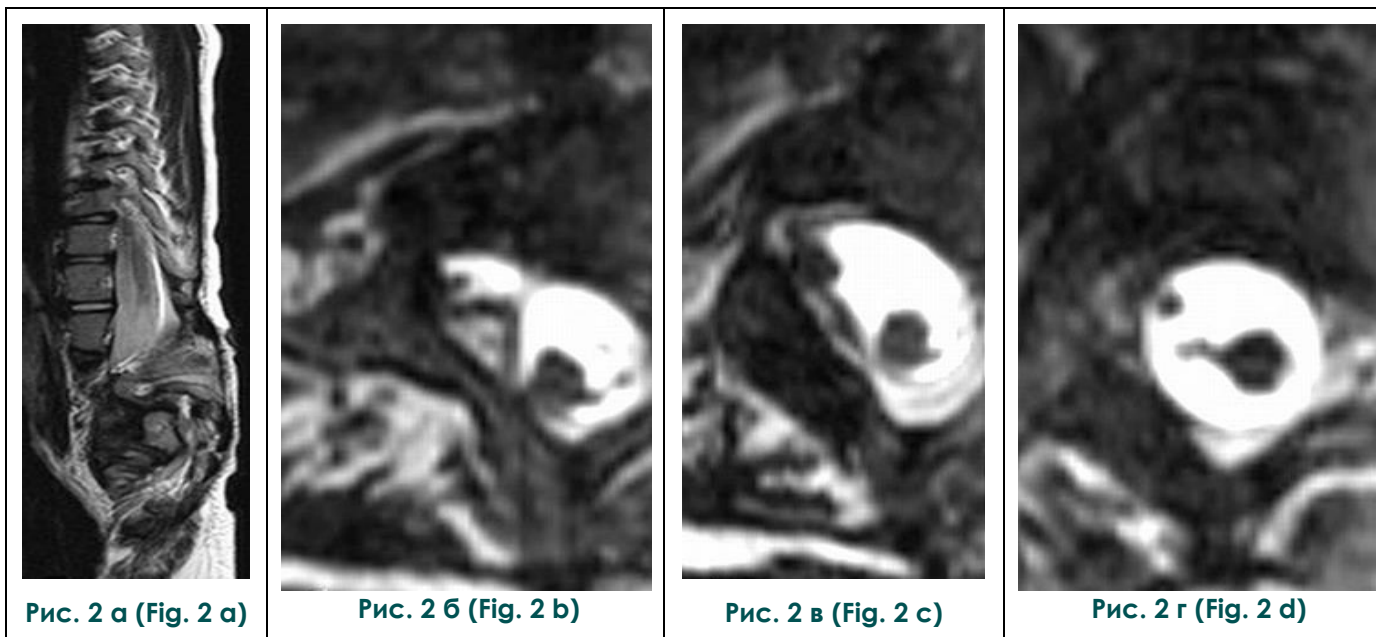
МРТ позвоночника.
